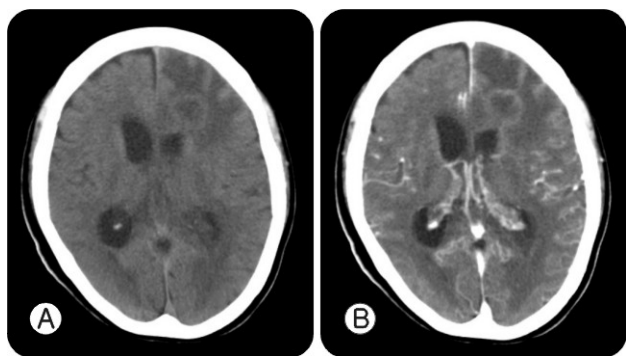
Computed tomography scans of brain abscess. Precontrast brain CT (computed tomography) (A) shows mass-like isodensity with peripheral low density on left frontal lobe. Contrast-enhanced CT (B) shows well enhanced peripheral rim.
